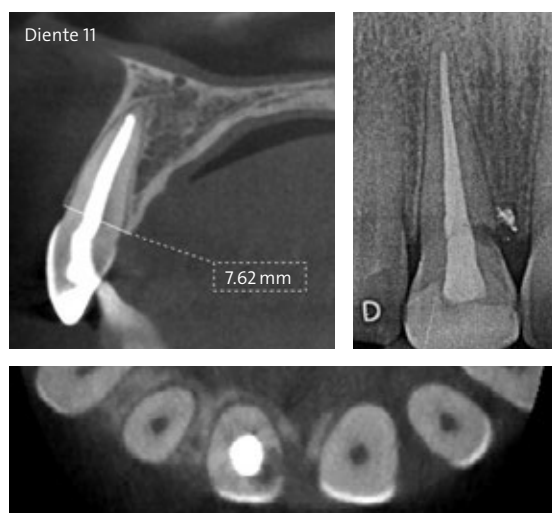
Situación inicial que presenta una reabsorción radicular externa en la posición 11; en el diagnóstico con escáner TC se visualiza una delgada placa vestibular
